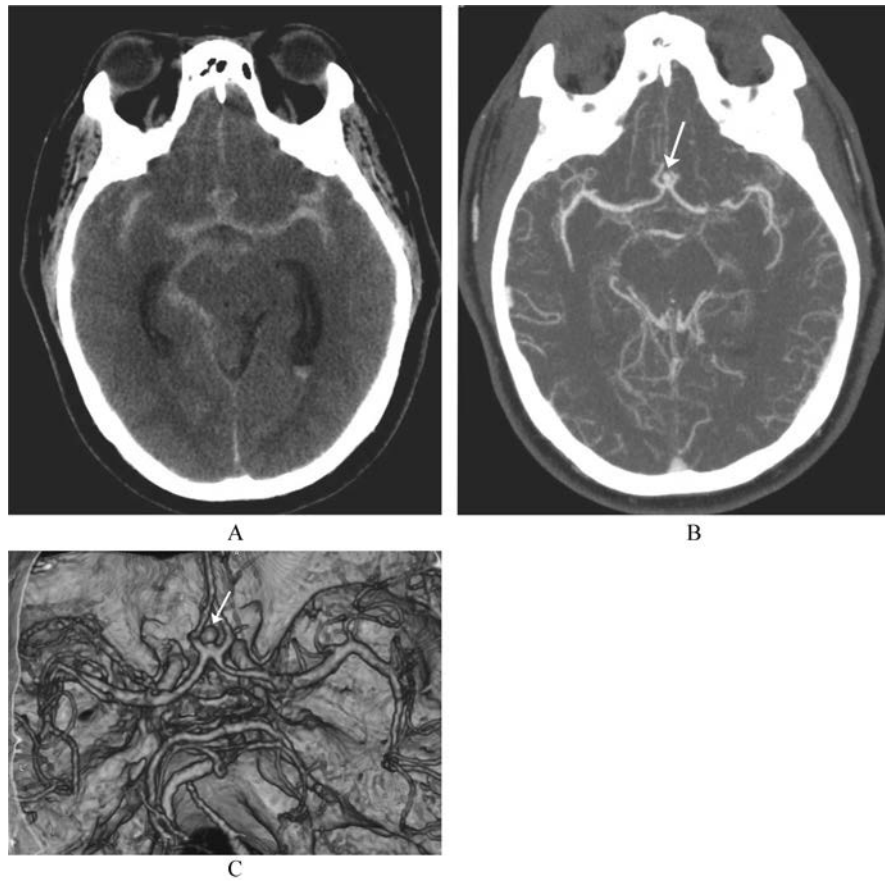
急性头痛患者大脑前动脉动脉瘤破裂的 CT 血管成像(CTA)
